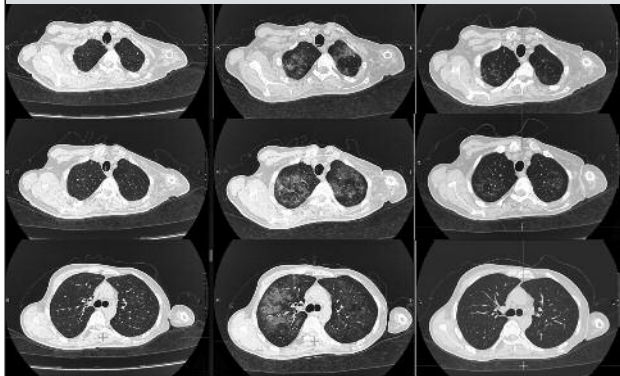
Срезы КТ ОГК в динамике (слева направо – от 16.10.18 г., 26.10.18 г., 20.11.18 г.).
